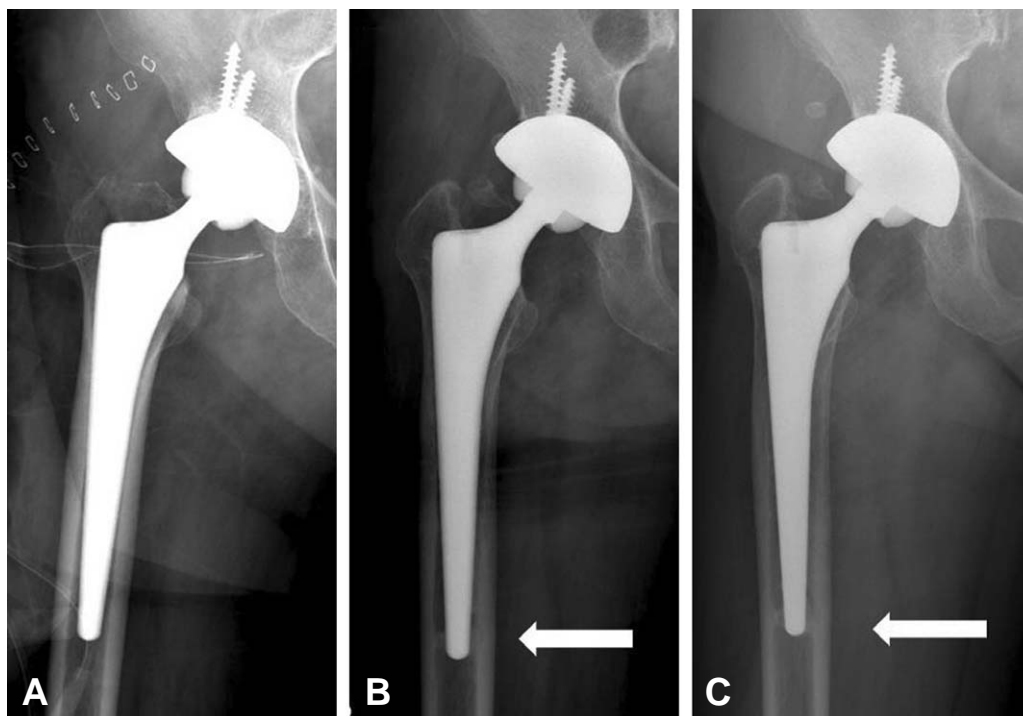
A 63-years-old man. (A) A postoperative AP radiograph, (B) AP radiograph taken at the 6 months followup begins to show prosthesis to bone union at the distal portion of stem (white arrow). (C) AP radiograph taken at the 36 months followup shows prosthesis to bone union precisely (white arrow).
